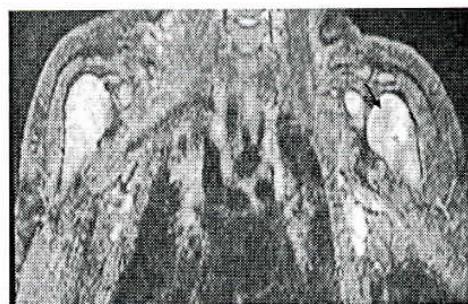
Ressonância Magnética Nuclear do Ombro Esquerdo – Ponderação T2 (Caso 5): Na região posterior da metáfise proximal do úmero esquerdo lesão hiperintensa, compatível com área residual de osteomielite
